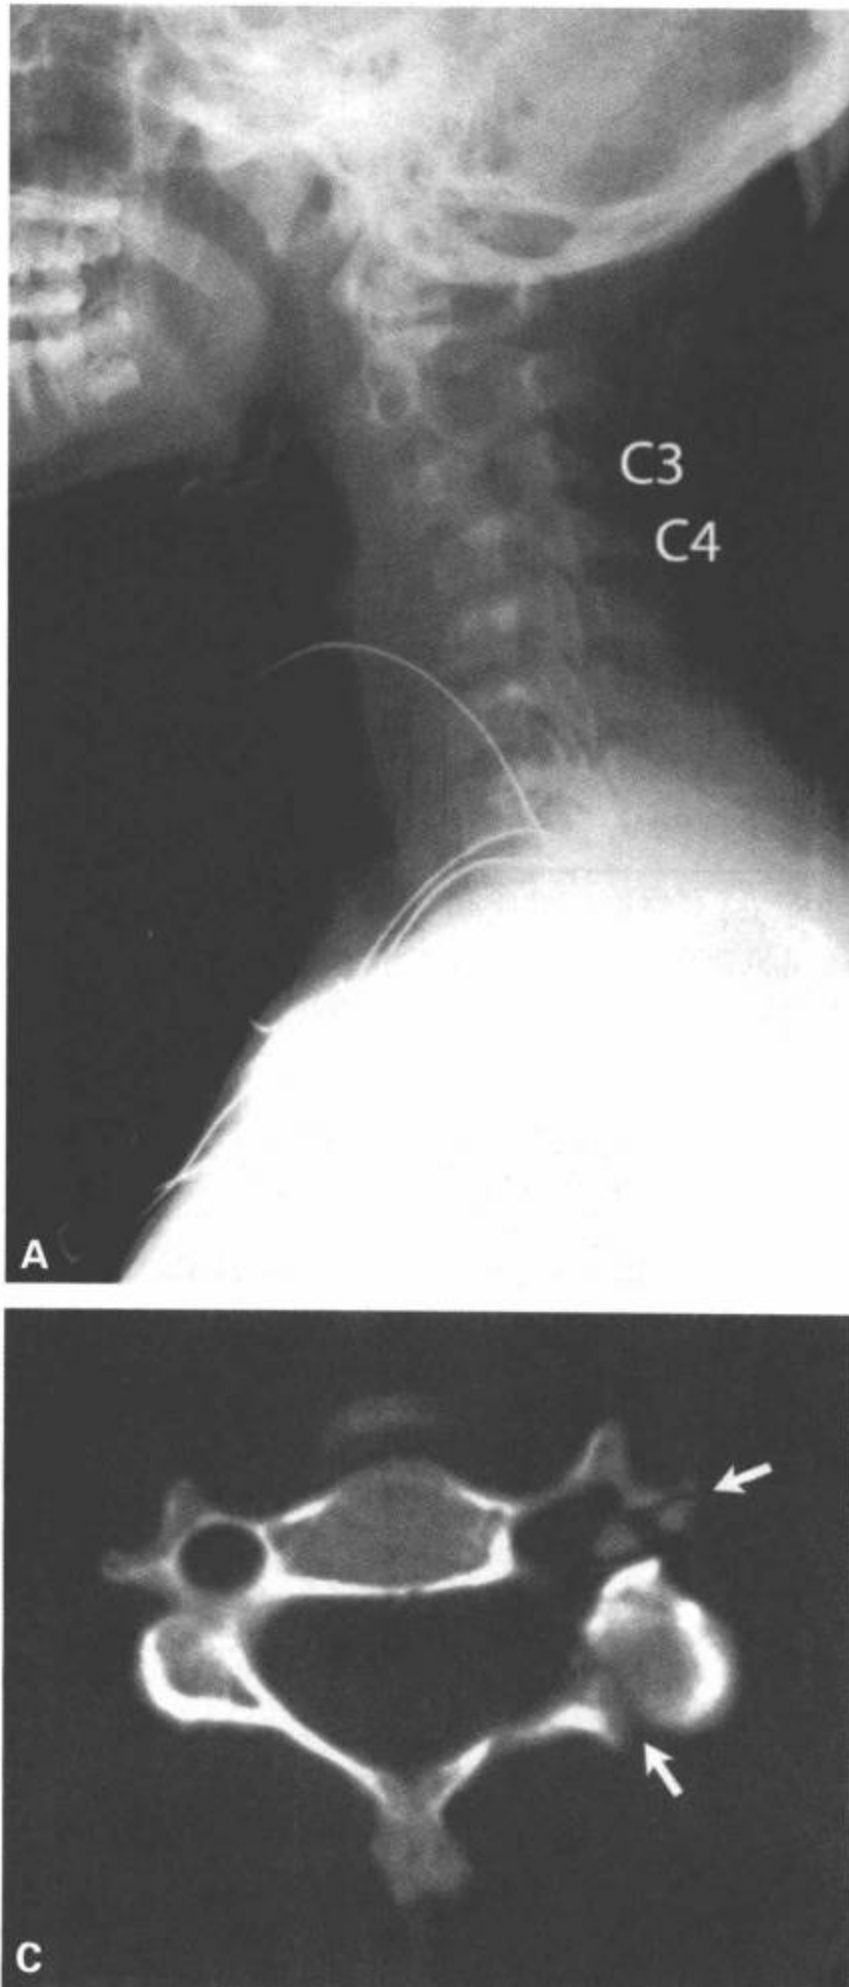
C3-C4后部结构骨折伴单侧小关节突跳跃。13岁儿童，在一次汽车事故中从驾驶位上抛出。颈椎侧位片(A)、CT矢状面重组图像(B)、损伤层面的横断面CT(C)和MRI矢状面T2加权图像(D)显示C3左侧的后部结构骨折(C中箭)，伴C3在C4上方前移(A、B、D)，左侧到中部的椎管变窄(D)。从侧位片上显示的整个C3神经孔和此平面以下明显的旋转而推断出单侧小关节突跳跃(A)。
